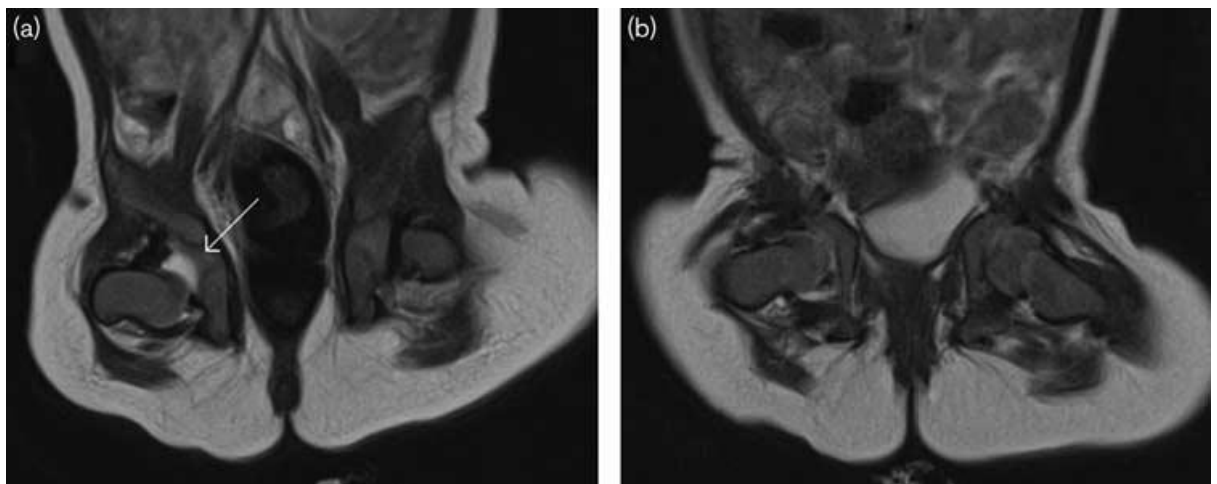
MRT, Becken im Fettweisgips, (Kubo *et al.*, 2019) (mit freundlicher Genehmigung von Wolter Kluwer Health, „Journal of Pediatric Orthopaedics B“ aus „MRI reveals unrecognized treatment failures after application of Fettweis plaster in children with unstable hip joints“)
